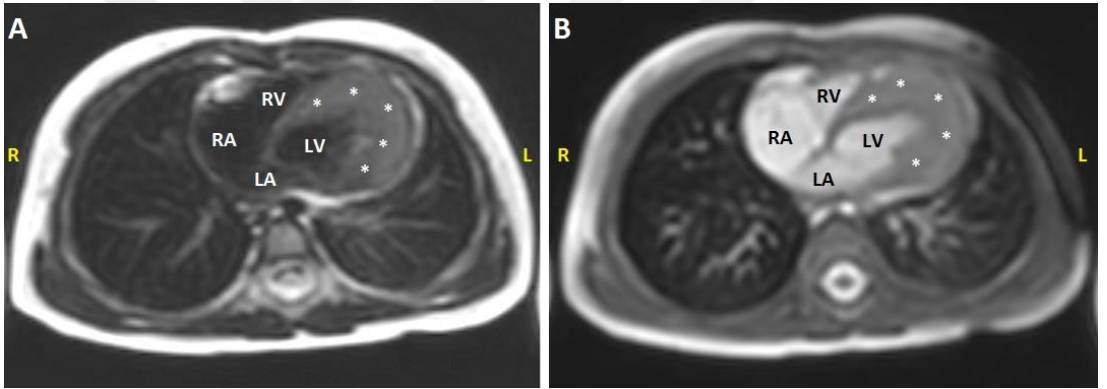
Kardiyak rabdomiyom manyetik rezonans görüntüleme; interventriküler orijinli, sol ventrikülü saran, miyokard orijinli keskin sınırlı dev boyutlu solid kitle (*) ve çevresinde perikardiyal efüzyon. LA:Sol atriyum, LV:Sol ventrikül, RA:Sağ atriyum, RV:Sağ ventrikül.
